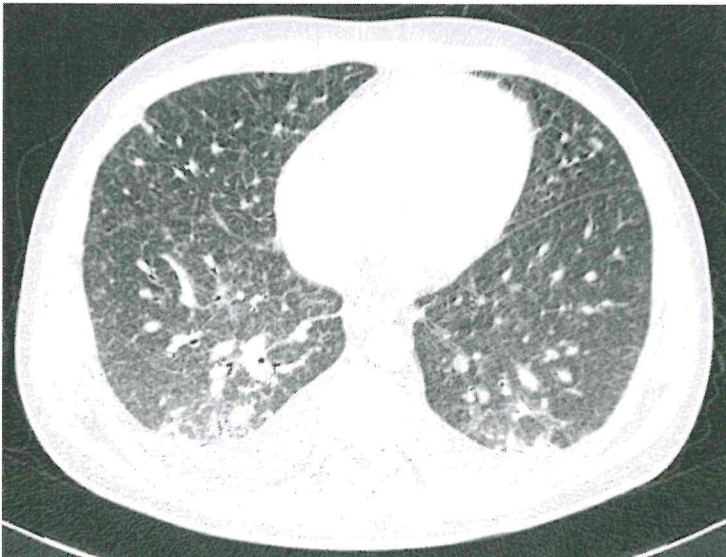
(TC torarcoabdominal con CIV, ventana pulmón)
